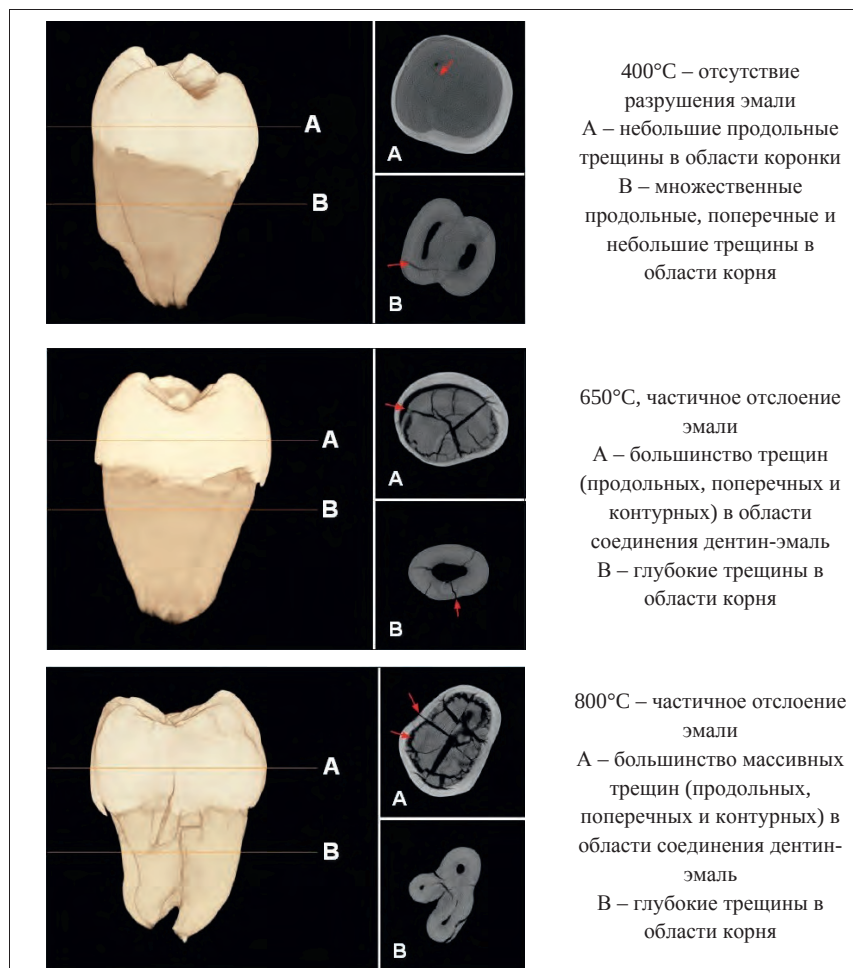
Рентгеновская микротомография термически изменённых зубов с 3D визуализацией поверхности [9]
